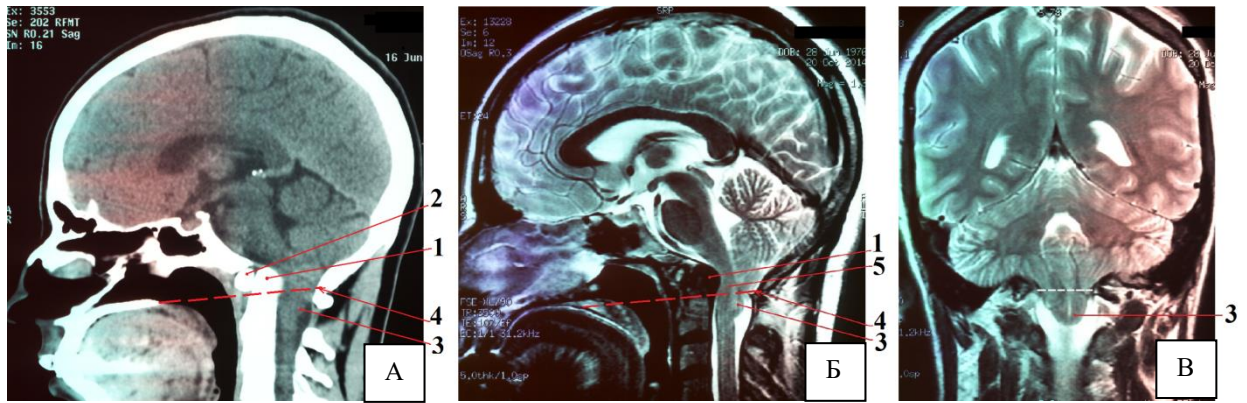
МРТ и СКТ пациентки Н. после операции
